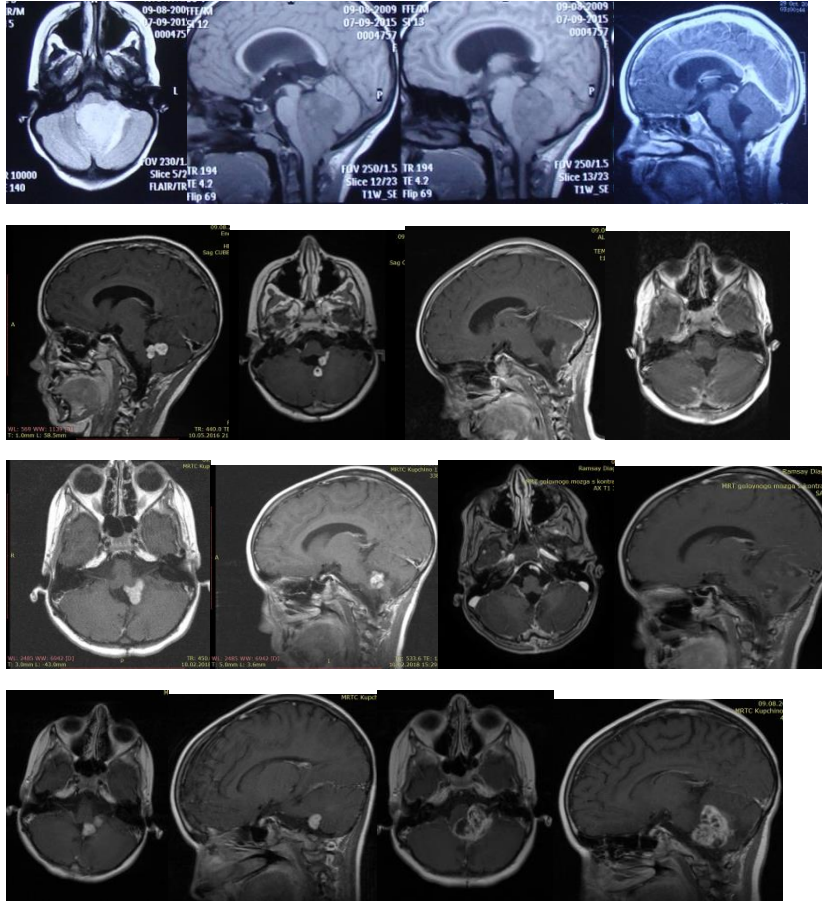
(а-г). МРТ б-ной Т., 6 лет (и/б 18670-2015) с повторным рецидивом анапластической эпендимомы 4 желудочка (объяснение в тексте)
